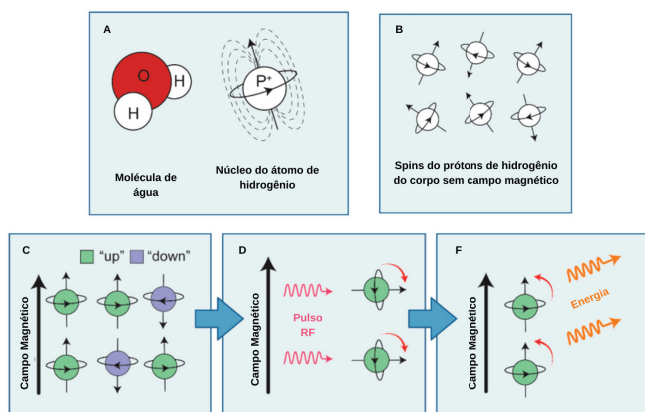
Mecanismo de ressonância magnética.
